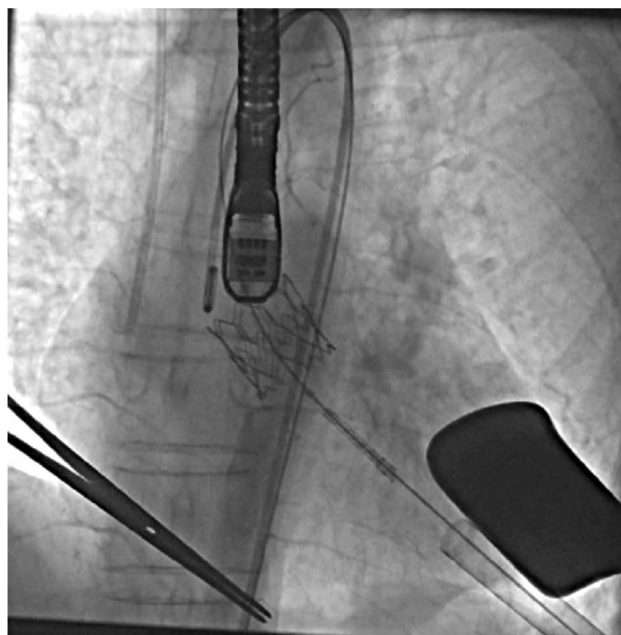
Рентгеноскопия имплантированного протеза в позицию аортального клапана.
